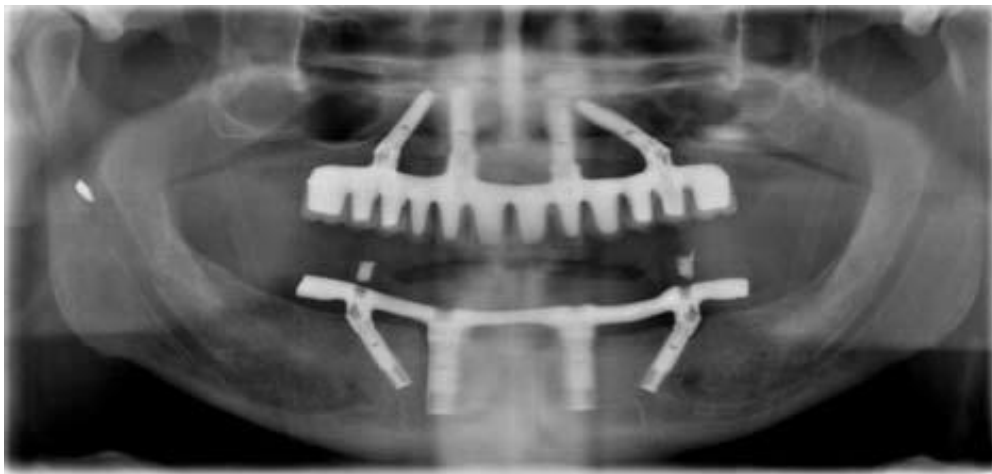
Ortopantomografia de um paciente com prótese total implantossuportada superior e inferior. Presença de implantes posteriores com inclinações para distal em ambos os maxilares (Maló *et al.*, 2011).
